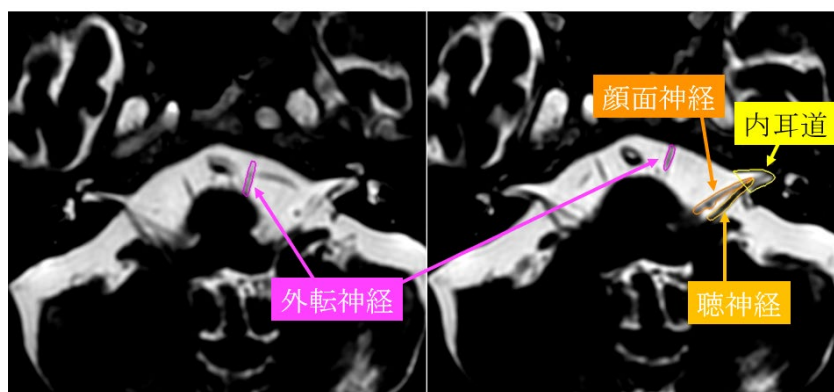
MRI heavy-T2WI 構造物描画例(Axial 断面)
